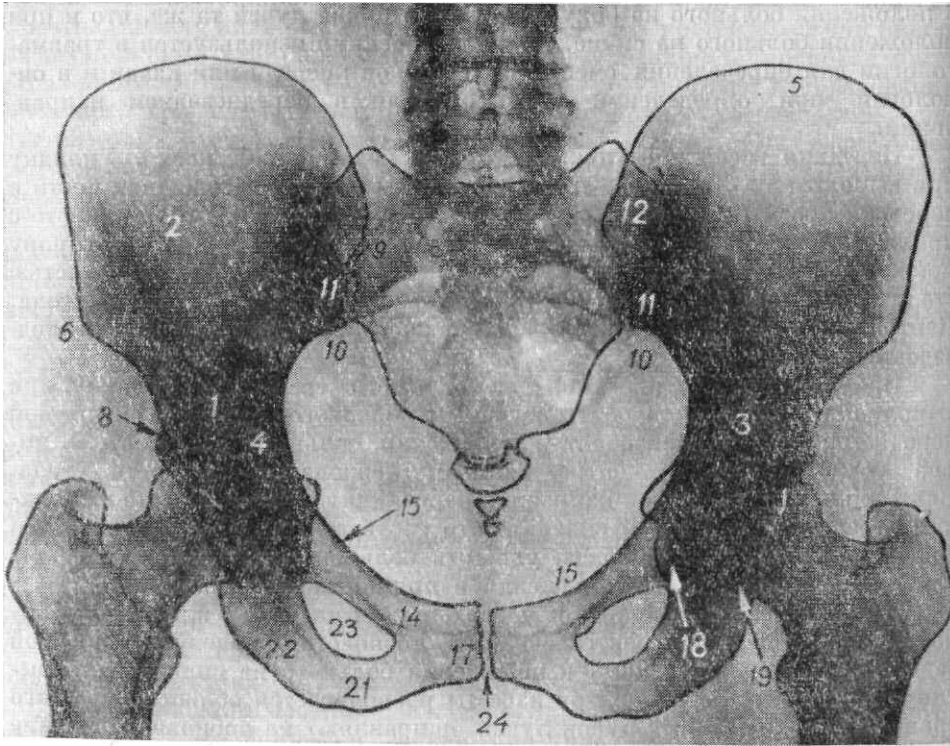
Обзорная рентгенограмма таза в прямой задней проекции. 1 — тело подвздошной кости; 2 — крыло подвздошной кости; 3 — конусообразное просветление; 4 — полулунная поверхность тела подвздошной кости; 5 — подвздошный гребень; 6 — верхняя передняя подвздошная ость; 8 — нижняя передняя подвздошная ость; 9 — верхняя задняя подвздошная ость; 10 — нижняя задняя подвздошная ость; 11 — крестцово-подвздошный сустав; 12 — проекция межкостных крестцово-подвздошных связок; 14 — верхняя ветвь лобковой кости; 15 — пограничная линия; 17 — нижняя ветвь лобковой кости; 18 — «фигура слезы»; 19 — «фигура полумесяца»; 21 — ветвь седалищной кости; 22 — седалищный бугор; 23 — запиральное отверстие; 24 — лобковое сращение.
